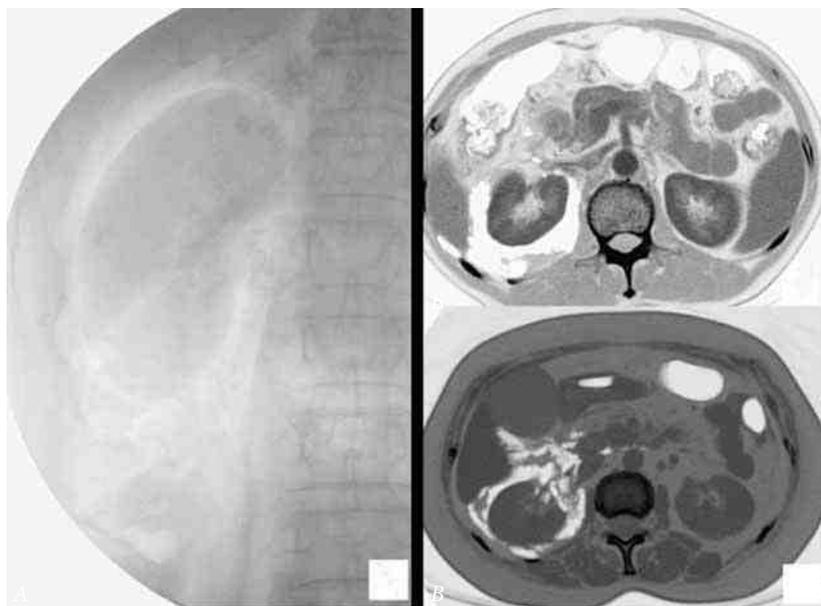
Рентгеноскопия (А) и компьютерная томограмма (Б, В) больного с перфорацией двенадцатиперстной кишки после чрескожной ретроградной холангиопанкреатографии. Визуализируется скопление газа вокруг правой почки, однако структура почечной паренхимы не изменена (Liu K-L. et al., 2006)
